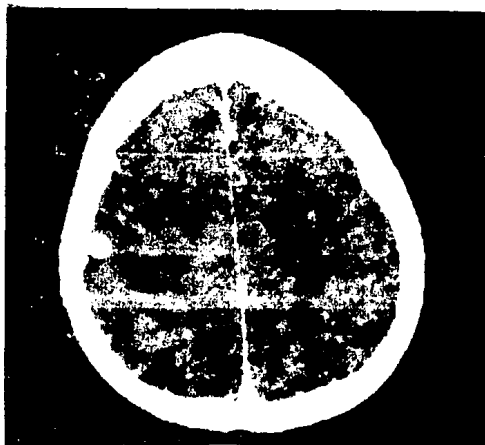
Tomografía contrastada: Con la administración del contraste se observa una imagen anular, hiperdensa, con centro hipodenso, con hipodensidad en su periferia, que corresponde a edema. (encefalitis focal).
